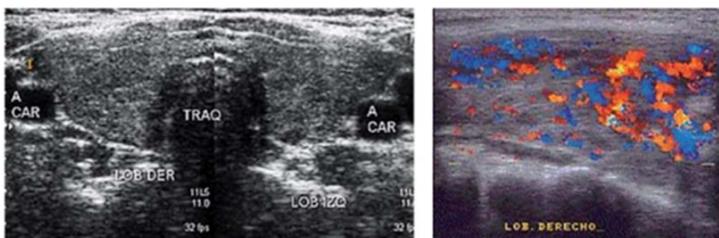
A: Apariencia ecográfica en la Enfermedad de Graves donde se aprecia la tiroides hipoecogénica, heterogénea, con imágenes que aparentan microquistes (dilatación de los vasos sanguíneos por el flujo). B: Doppler color que muestra la vascularidad incrementada de forma difusa en la Enfermedad de Graves.
